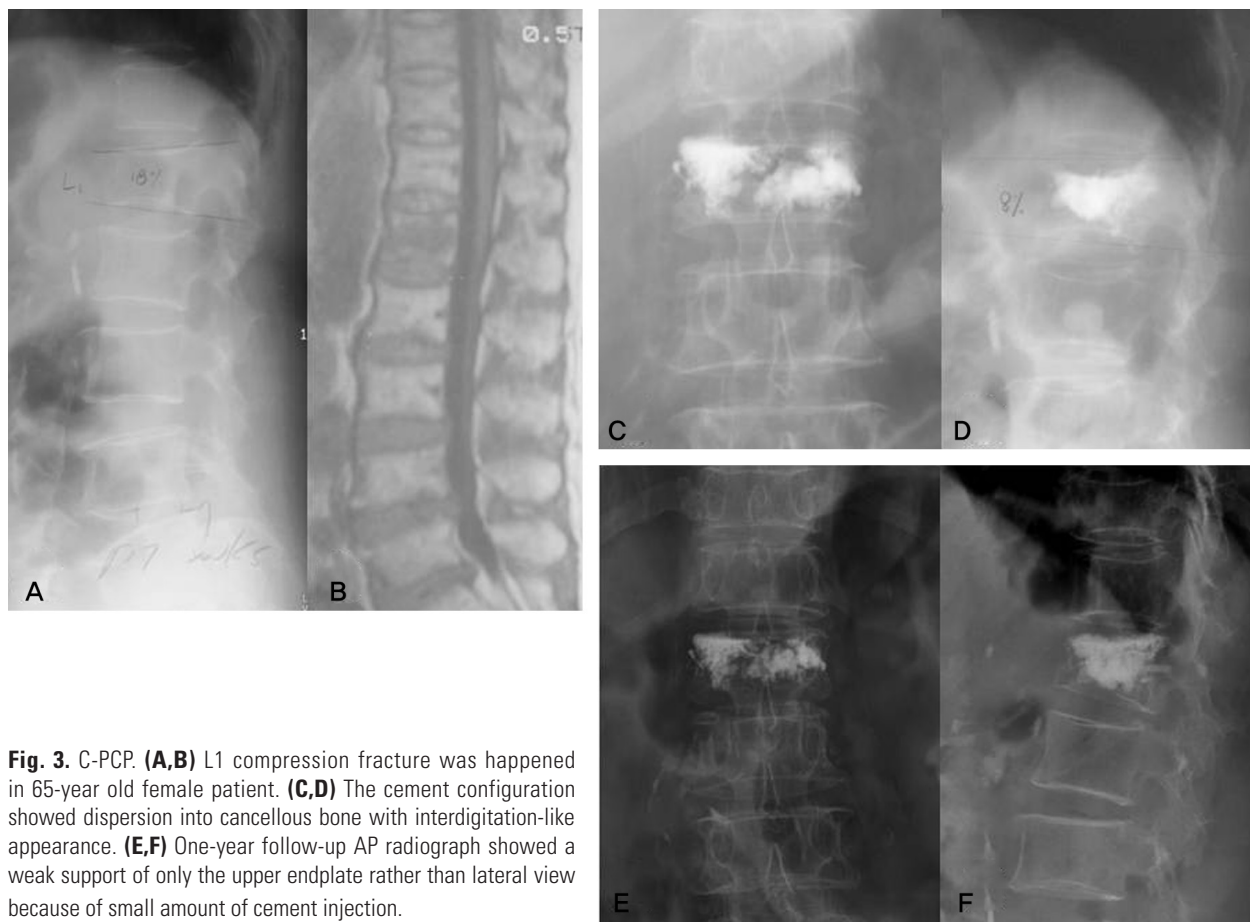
C-PCP. (A,B) L1 compression fracture was happened in 65-year old female patient. (C,D) The cement configuration showed dispersion into cancellous bone with interdigitation-like appearance. (E,F) One-year follow-up AP radiograph showed a weak support of only the upper endplate rather than lateral view because of small amount of cement injection.
